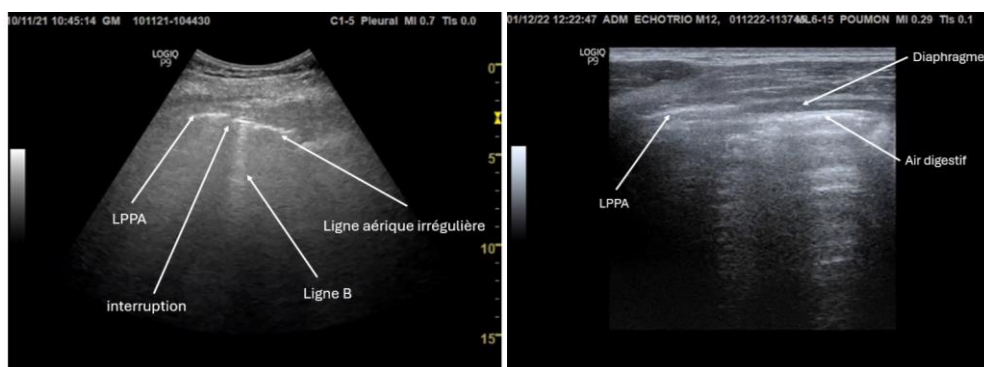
Image échographique en L3 : on voit de l'air puis une irrégularité de la ligne qui est plus épaisse, avec des lignes B.
